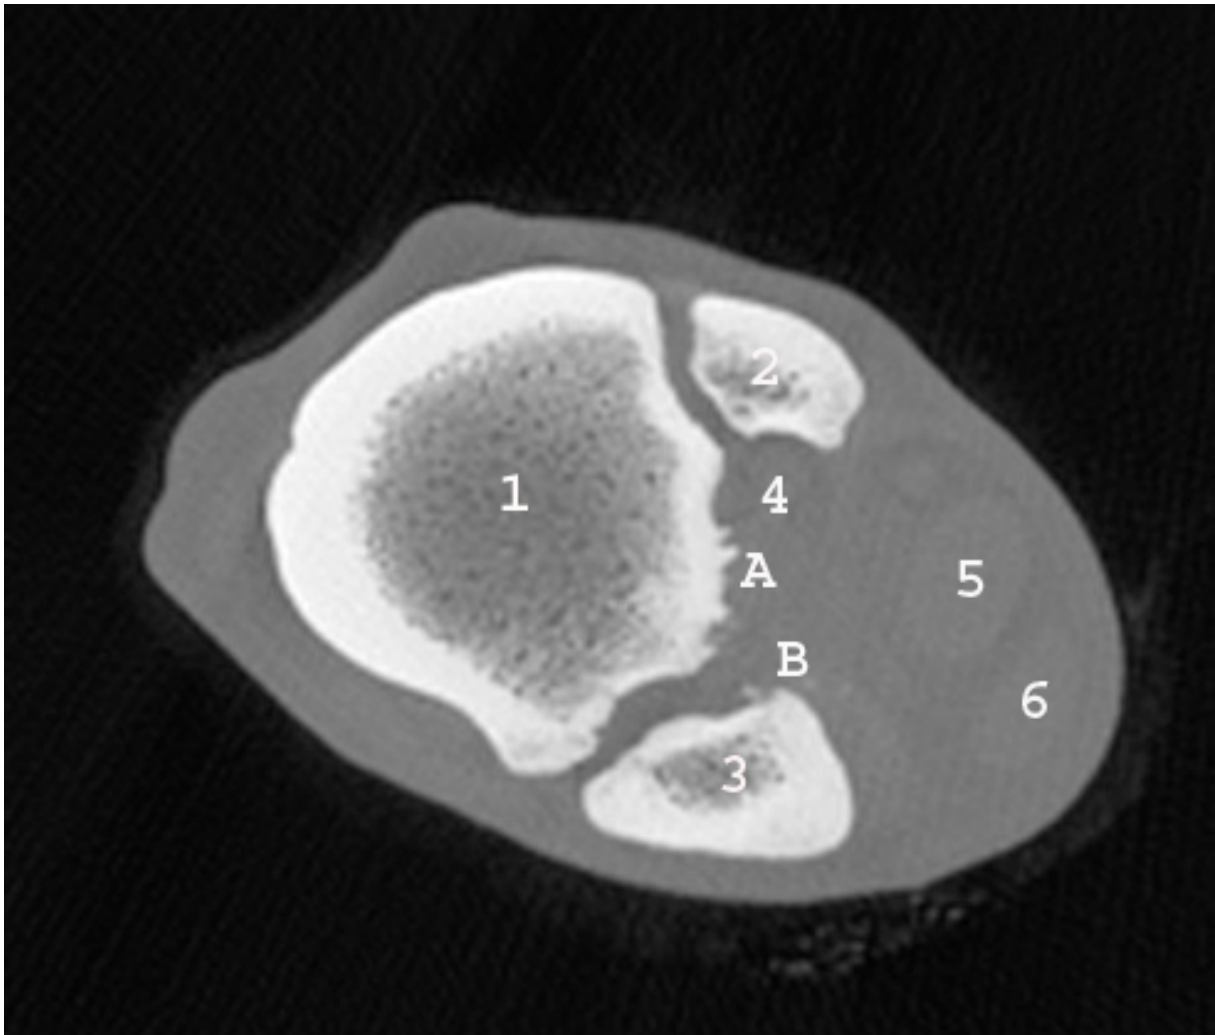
CT- Bild des proximalen Mt 3, horizontal
